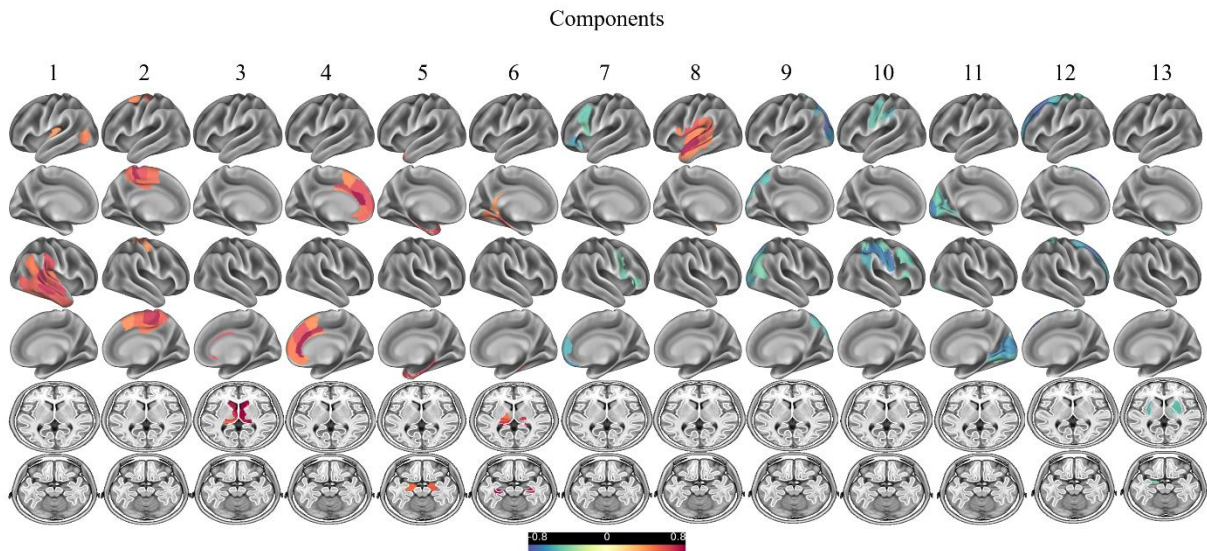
Hauptkomponenten der [^{18}F]-PI-2620 SUVR z-Scores. Dargestellt sind die rotierten regionalen Faktorladungen der Hauptkomponenten, die mittels einer Hauptkomponentenanalyse der SUVR Z-Scores der 246 supratentoriellen Hirnregionen des Brainnetome Atlas identifiziert wurden. Die Farben stellen die regionen-spezifischen Ladungen jeder Komponente dar.
